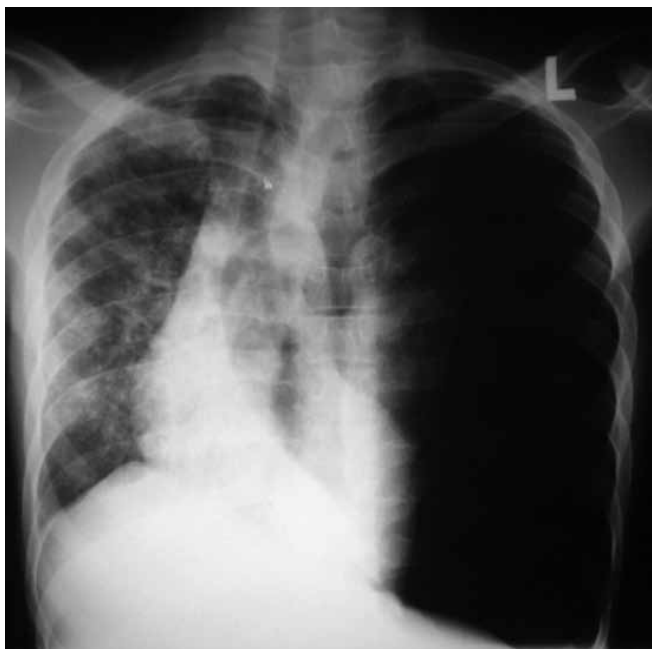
Radiografía de tórax mostrando neumotórax a tensión izquierdo con desplazamiento del mediastino hacia el lado derecho. Generalmente esta patología se debe reconocer clínicamente y el tratamiento no debe demorarse por evaluación imagenológica.
